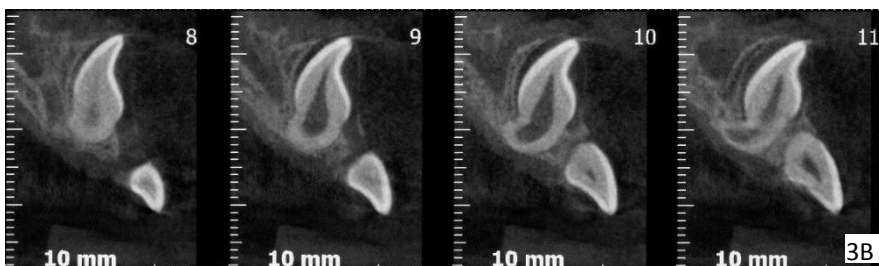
(A) radiografia ortopantomáica, (B) tomografia computadorizada da região do dente 11, mostrando a dilaceraçõe da raiz do dente ectópico (C) telerradiografia em norma lateral evidenciando o posicionamento ectópico do dente 11 (D) medidas angulares e o raio.
